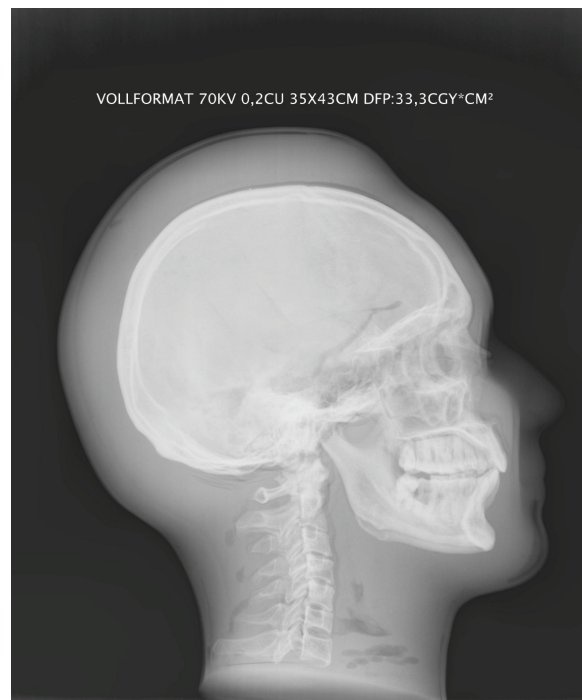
Darstellung des Schädelphantoms im lateralen Strahlendurchgang mit entsprechender Röntgenaufnahme.
